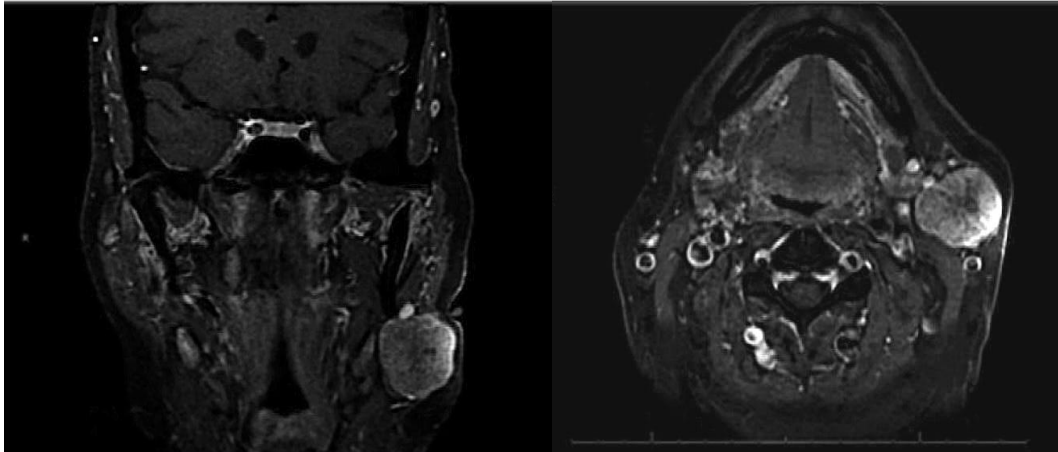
Imagen de una Resonancia Magnética, corte coronal. Figura 9. Imagen de una Resonancia Magnética, corte ax. Imagen coronal T1 del tumor, muestra una masa en la parótida izquierda Imagen axial T1 del tumor muestra una masa de lóbulo 3.5 cm bien definida y con realce periférico.¹⁹
